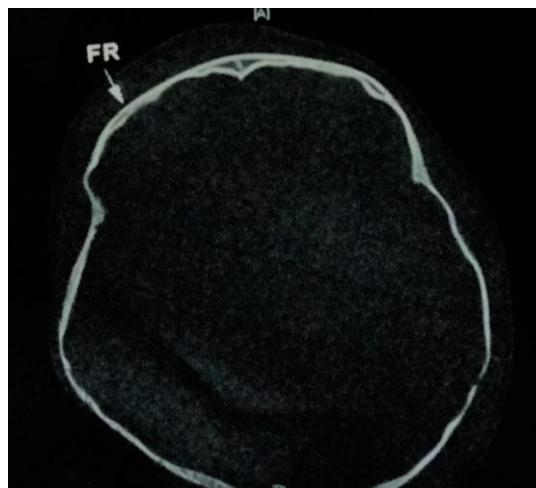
TDM cérébrale révélant un trait de fracture frontale droite (dossier n°28)
